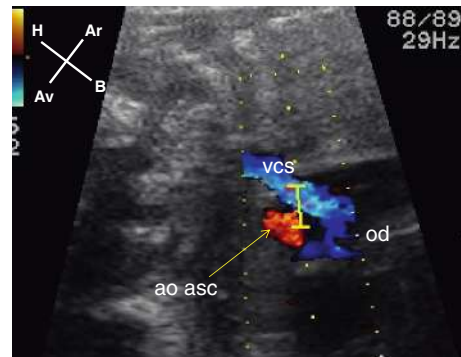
Placement du volume d'échantillonnage afin d'enregistrer simultanément les flux de la veine cave supérieure (vcs) et de l'aorte ascendante (ao asc) pour étude de la séquence d'activation auriculoventriculaire en Doppler pulsé. od : oreillette droite.
